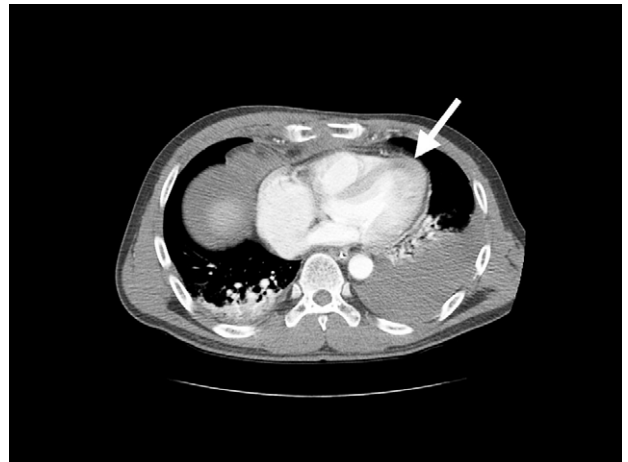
Chest CT scan shows pericardial rupture (arrow) and hemothorax (left).
